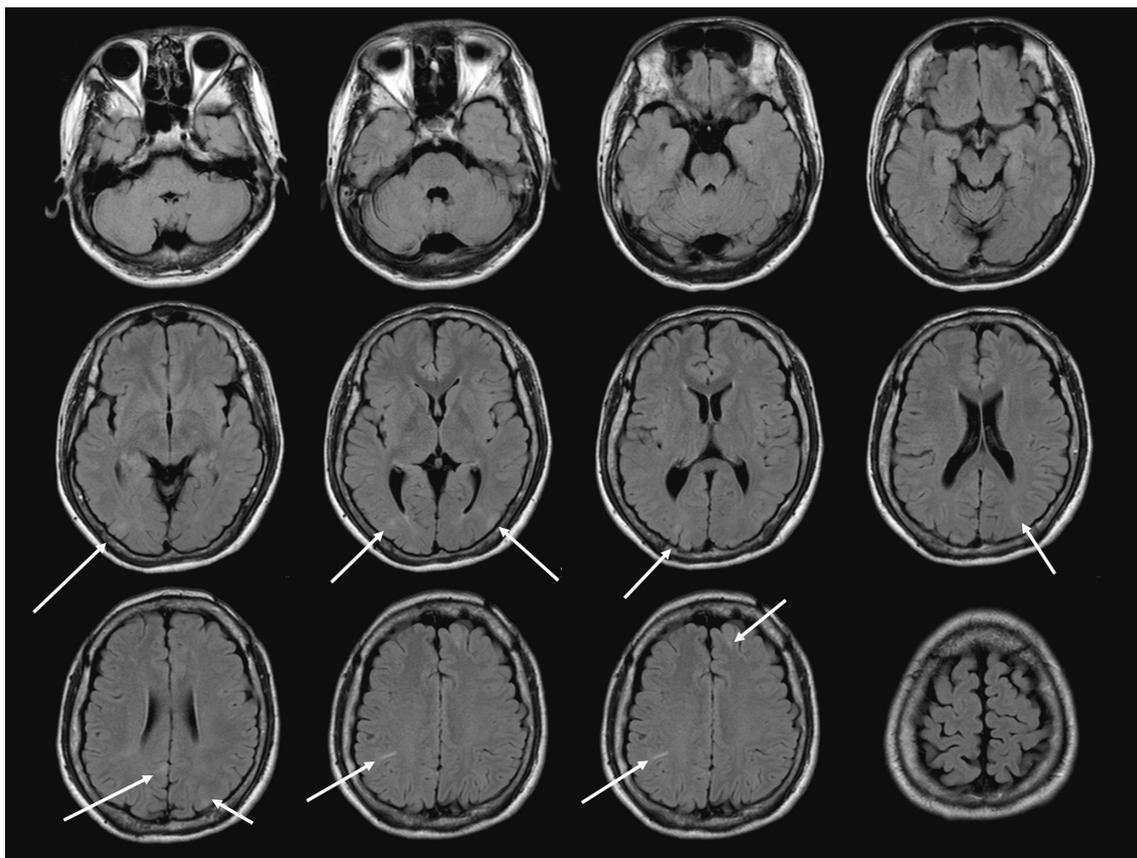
頭部MRI FLAIR画像(再掲, 病変を矢印で示す)
